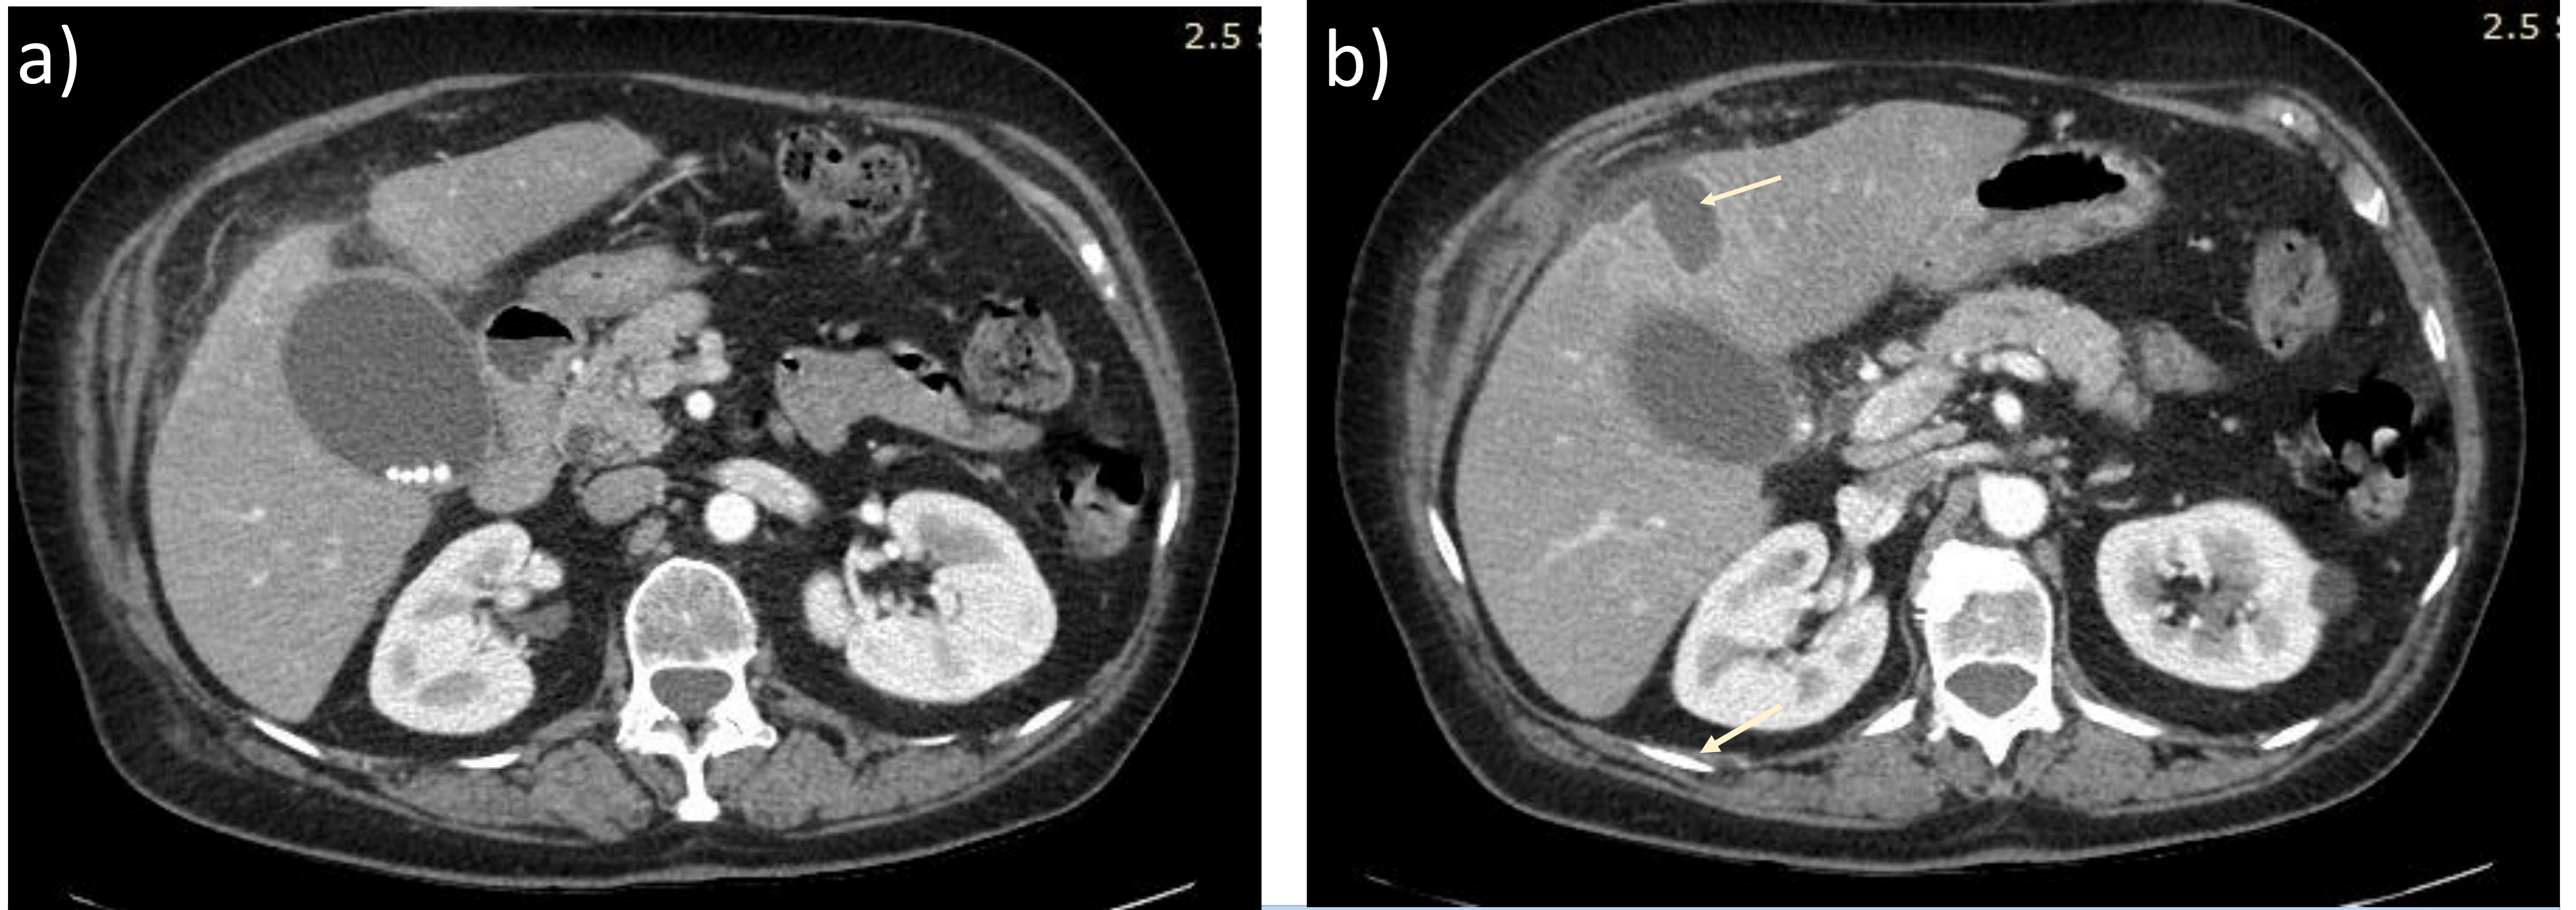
TC abdominopélvico con contraste IV en fase portal, cortes axiales del mismo paciente.
